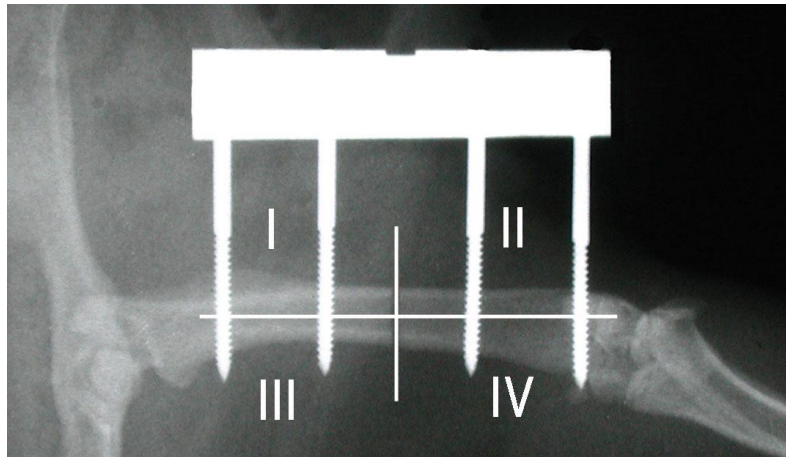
Einteilung des Röntgenbildes in vier Quadranten (antero-posteriore Strahlengang)
